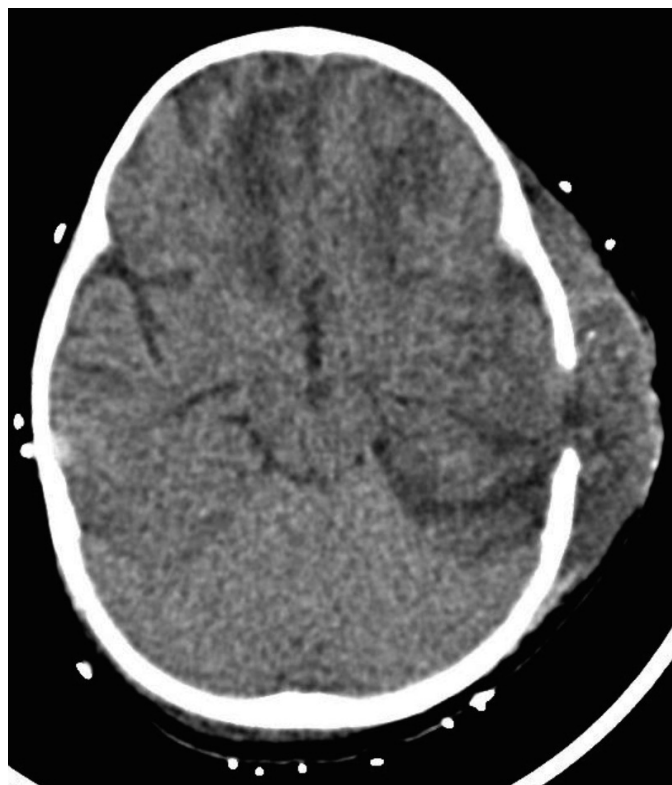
КТ. Після лікування. Кістозно-гліозні зміни, виражений набряк з дислокацією в зоні ураження.
